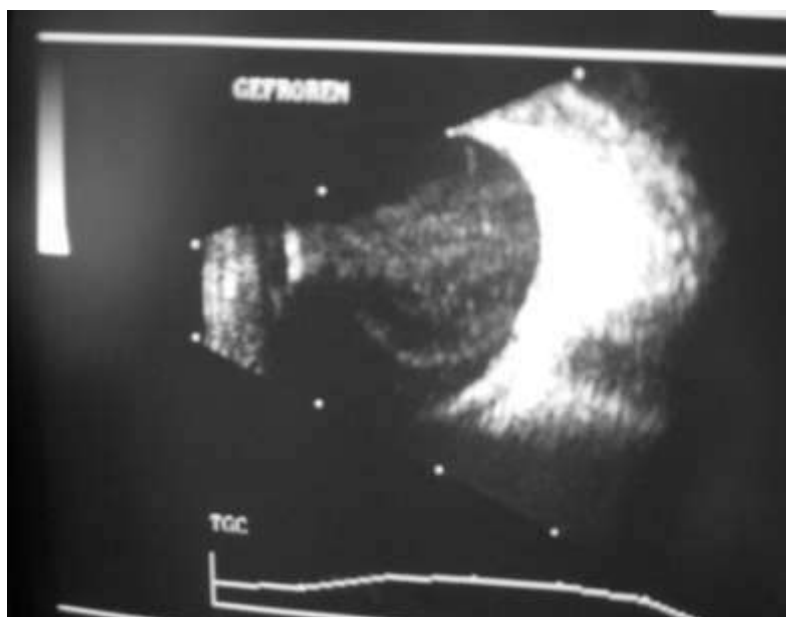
Imagine ultrasonografica a localizarii corpului strain intraocular.
